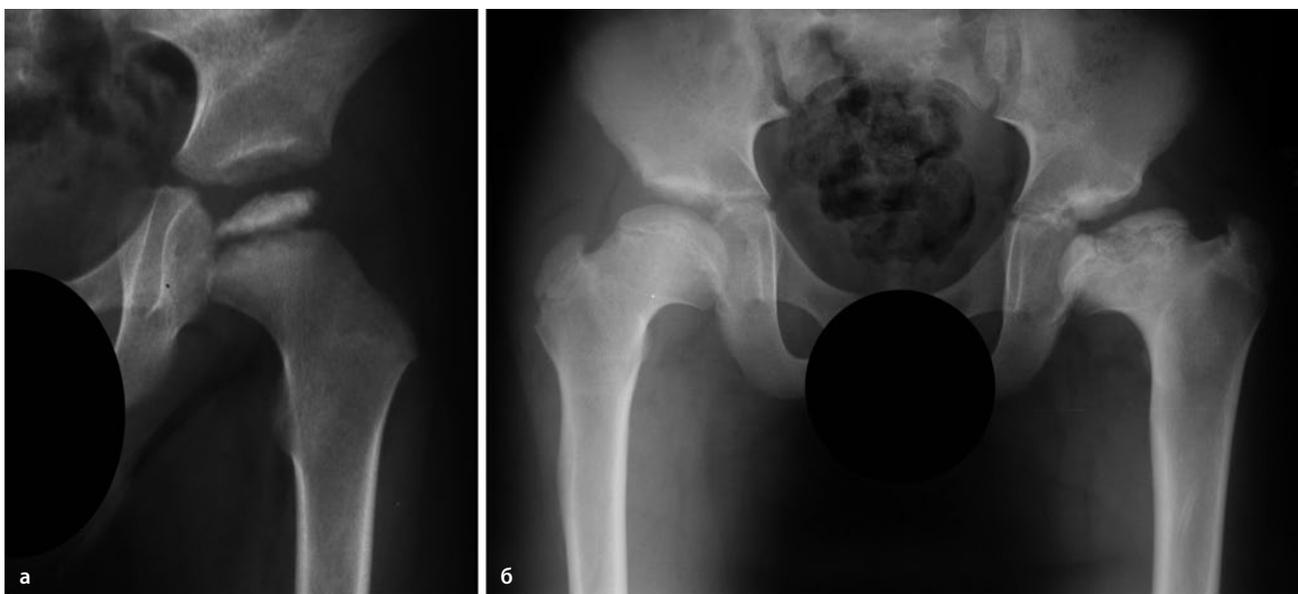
а–в. Рентгенограмма таза пациента с болезнью Легга-Кальве-Пертеса слева в стадии склероза (а), в ранней стадии фрагментации (б) и поздней стадии фрагментации с началом отведения тазобедренного сустава (в).
